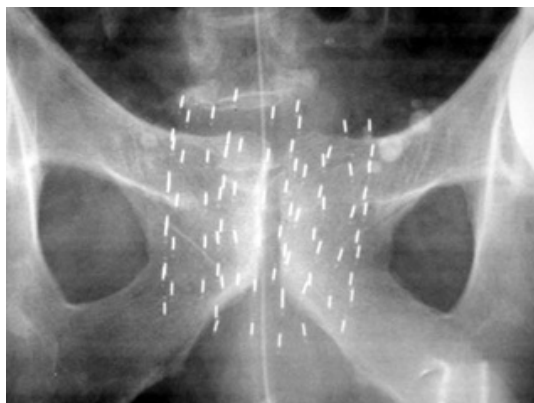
Radiografia de sementes de Iodo-125.
